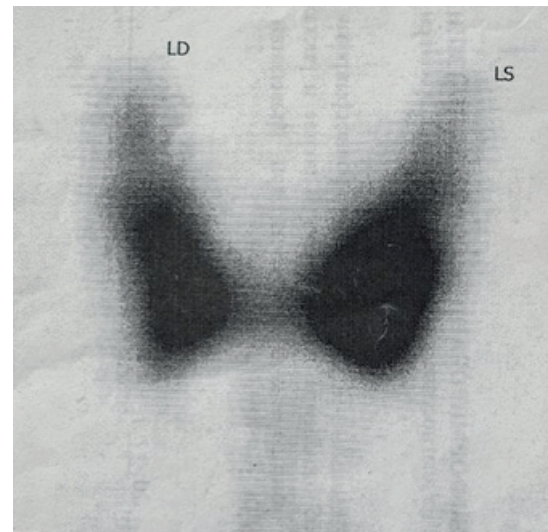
Сцинтиграфия щитовидной железы
